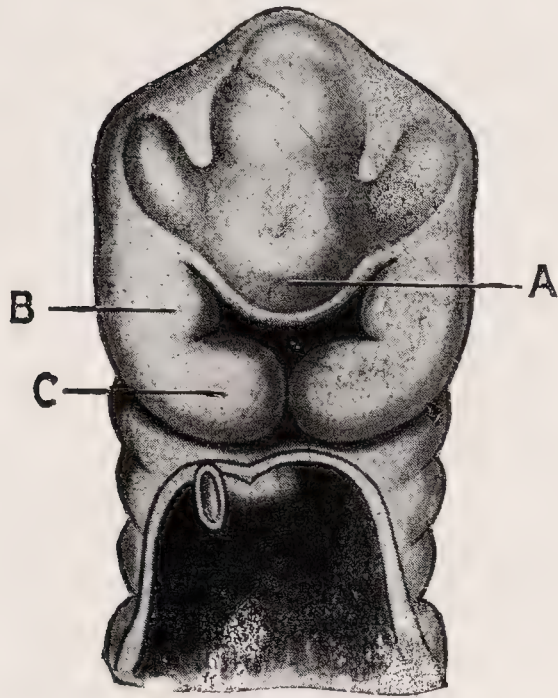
HEAD OF FETUS OF ABOUT FIVE WEEKS, FROM VENTRAL ASPECT (AFTER HIS), SHOWING THE PRIMITIVE STOMODAEUM BOUNDED ABOVE BY (A) THE UNDIVIDED FRONTO-NASAL PROCESS, Laterally BY (B) THE MAXILLARY, AND BELOW BY (C) THE STILL SEPARATE MANDIBULAR PROCESSES.
